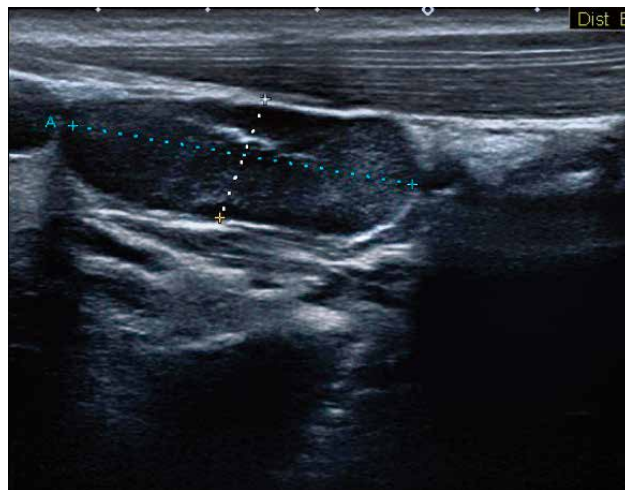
Ecografía cervical. Adenopatía de 3,2 x 1,2 cm, de características inflamatorias y no abscesificada.
